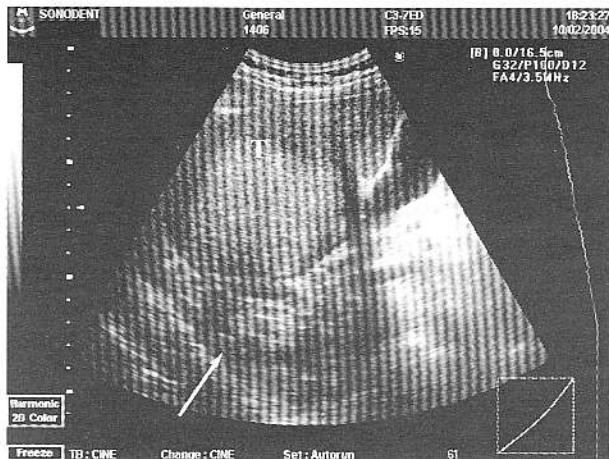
Ecografie în scară gri - Formațiune tumorala la nivelul lojei renale drepte, cu conținut ecogen, solid (sâgeata – rinichiul drept, T – formațiunea tumorala).
